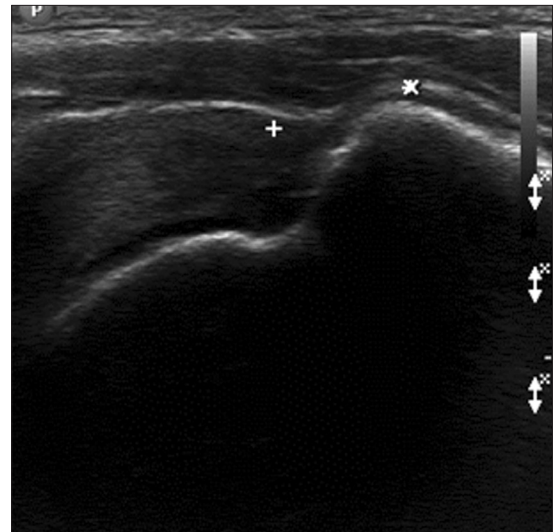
Ultrasonography of the long axis of the supraspinatus showing the 'peribursal sagging sign' (between two crosses) at the lateral corner of the greater tuberosity.
